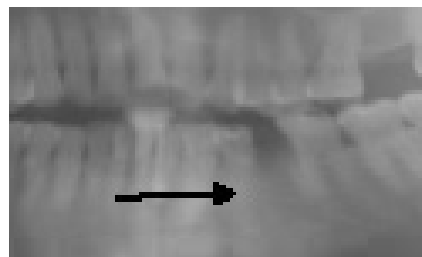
Gambaran radiografi setelah pemasangan *two-pieces implant*
